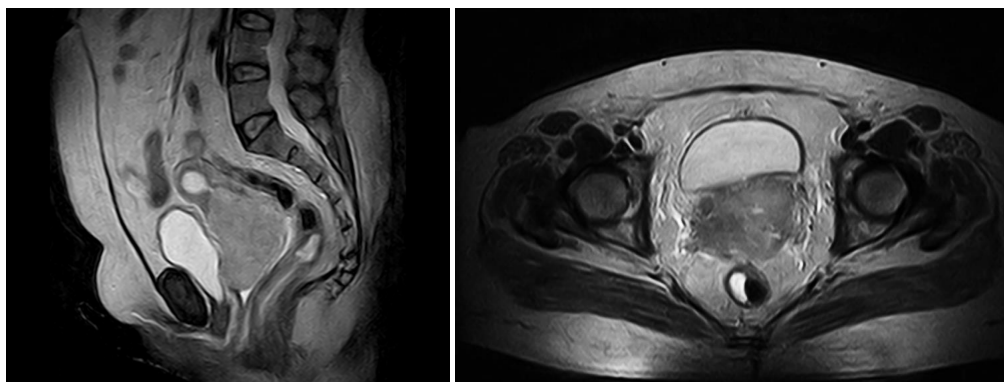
МРТ. T2W. Сагиттальная и аксиальная плоскости сканирования. Обширный рак шейки матки с инвазией передней и частично задней стенок тела матки, передней стенки влагалища
